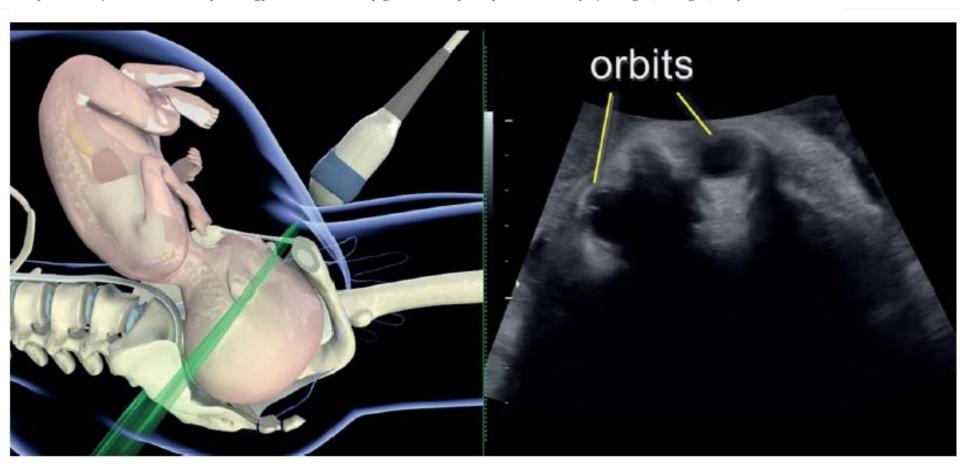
Transverse view on suprapubic ultrasound in a fetus with occiput posterior position, demonstrating fetal orbits.
